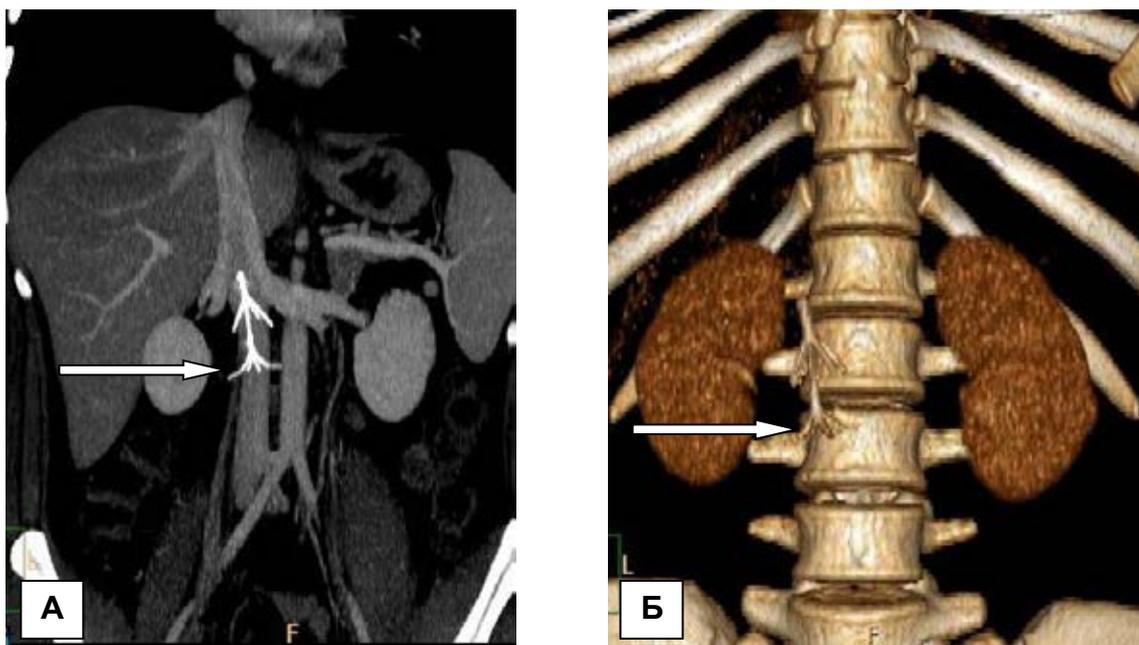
Пенетрация «ножек» кава-фильтра «Ёлочка» (указан стрелкой) в паракавальное пространство. Элементы нижнего контура фильтра визуализируются вне просвета сосуда. А. Компьютерная томограмма брюшной полости с болюсным контрастным усилением, прямая проекция. Б. Компьютерная томограмма брюшной полости, 3D-реконструкция, прямая проекция.
